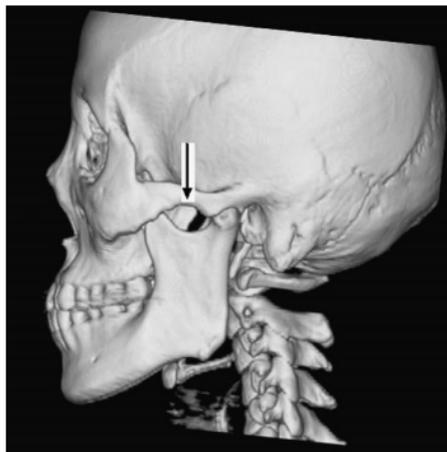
Three-dimensional computed tomogram showing the space (arrow) formed by the zygomatic arch and the sigmoid notch of the mandible. Tomada de Kai-Yuang Fu, 2009
